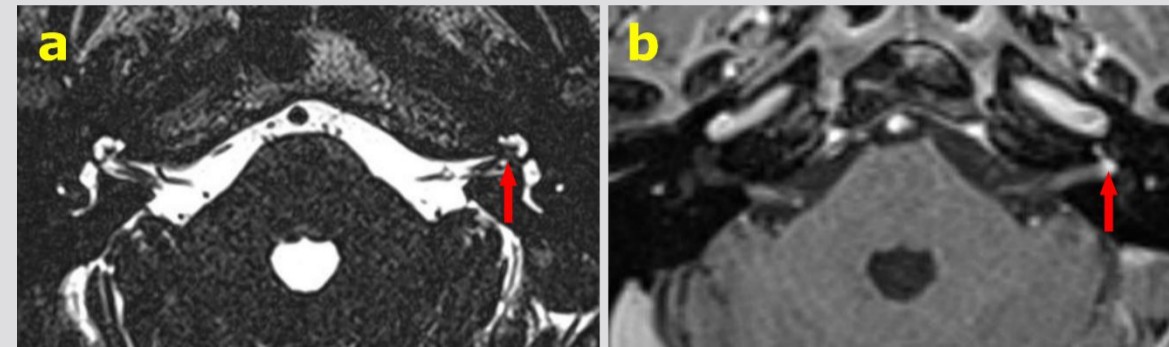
Beispiel MRT-Befund. Geringeres T2w-Flüssigkeitssignal (a) und pathologische KM-Anreicherung (b) in der basalen Windung der linken Cochlea als Hinweis auf ein Schwannom.
